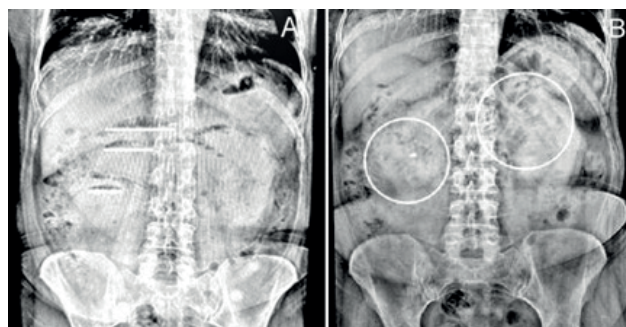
Radiografía simple de abdomen. A. De pie. Se observan niveles hidroaéreos centro abdominales pequeños correspondientes a intestino delgado (líneas blancas). B. En decúbito dorsal. Asas centroabdominales distendidas, generando la clásica imagen de pila de monedas (círculos blancos).
